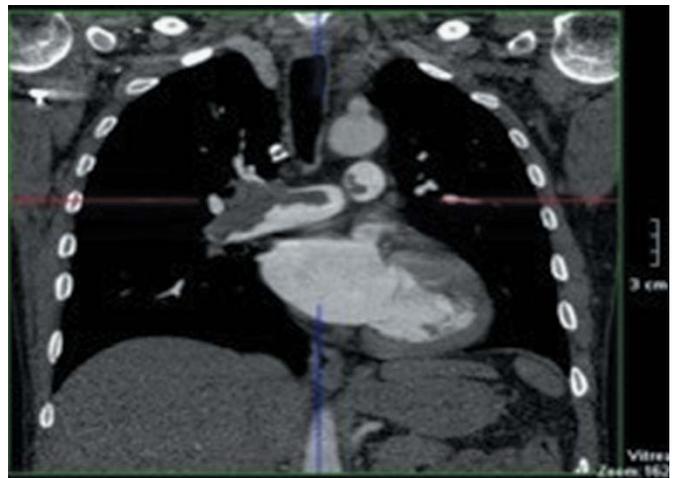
МСКТ-ангиопульмонография: ТЭЛА ствола ЛА с переходом на долевые ветви
